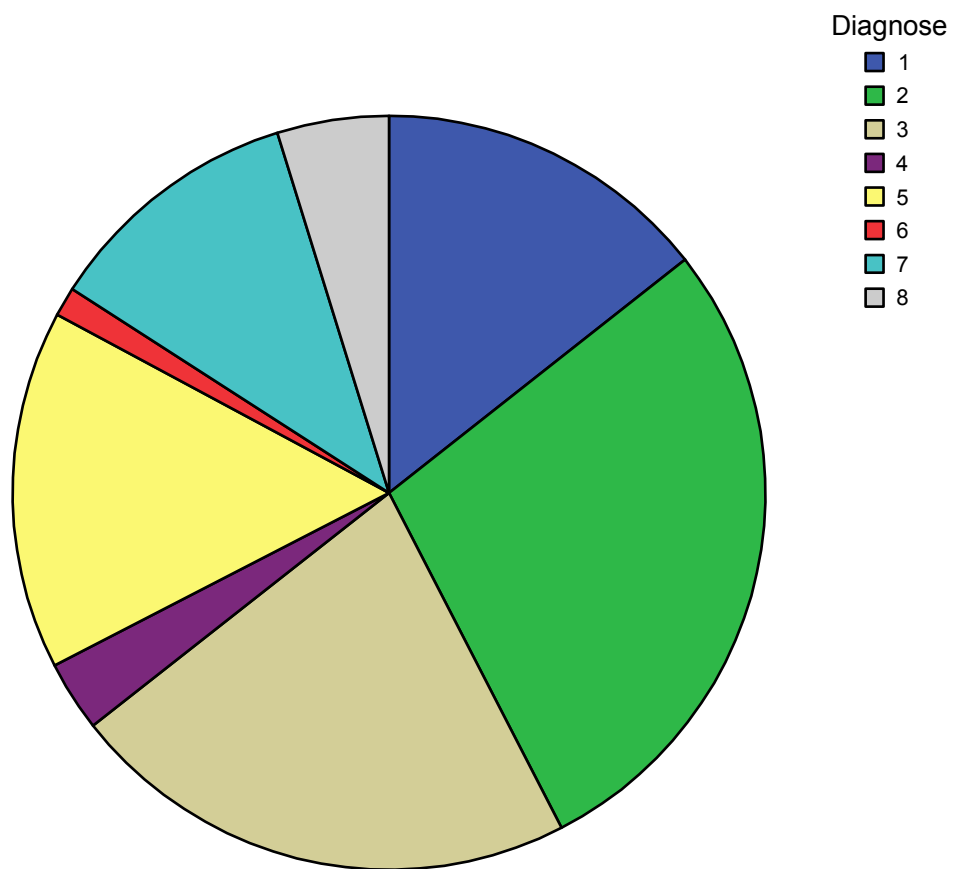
Gesamtverbrauch der Diagnosegruppen an TK, wobei 1 = ALL, 2 = AML, 3 = CML, 4 = HL, 5 = Myeloma, 6 = MDS, 7 = NHL, 8 = sol. Tumor
